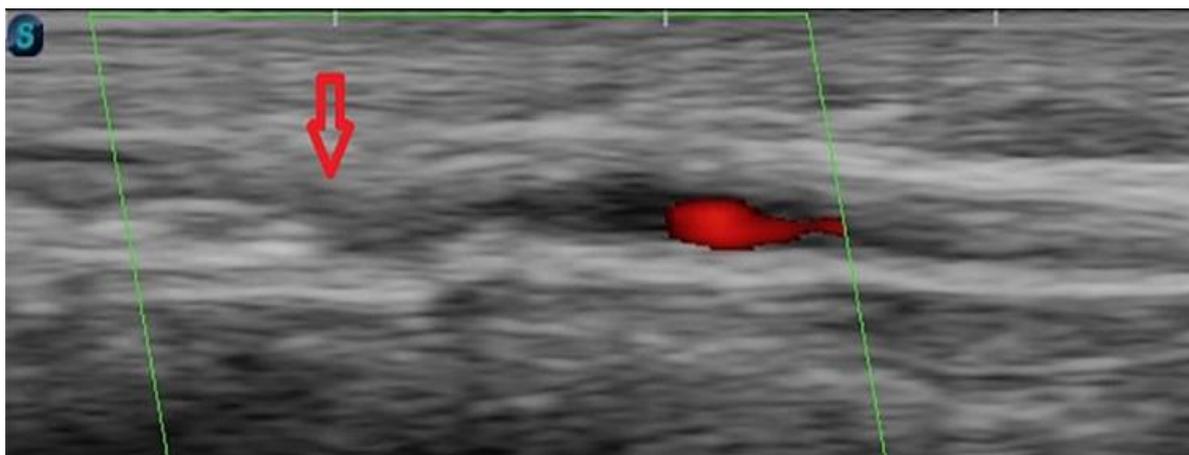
ОЛА на уровне предплечья, по данным выполненного на 5-е сутки УЗИ артерии доступа (указана красной стрелкой)
